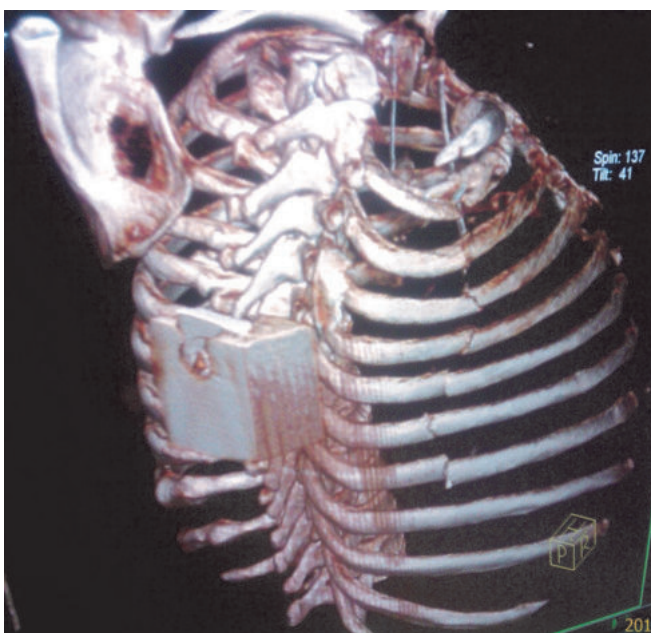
МСКТ грудной клетки: множественные переломы ребер.
